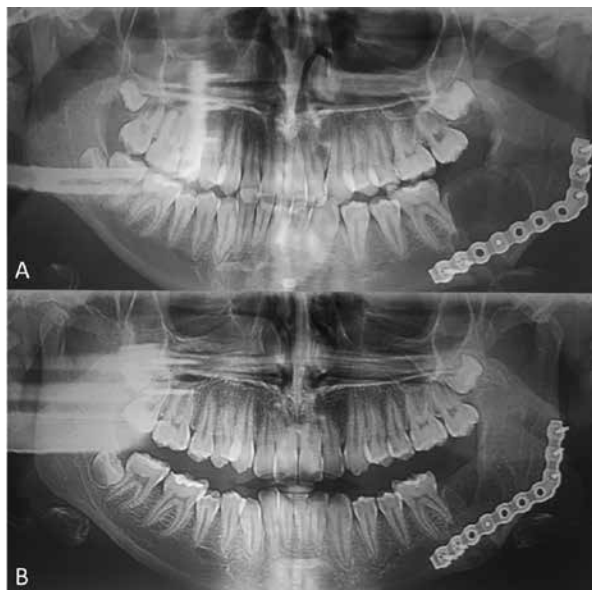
Radiografía panorámica de control posoperatorio. A: A las 2 semanas. B: A los 6 meses, cuando se decidió el retiro del material de osteosíntesis.
